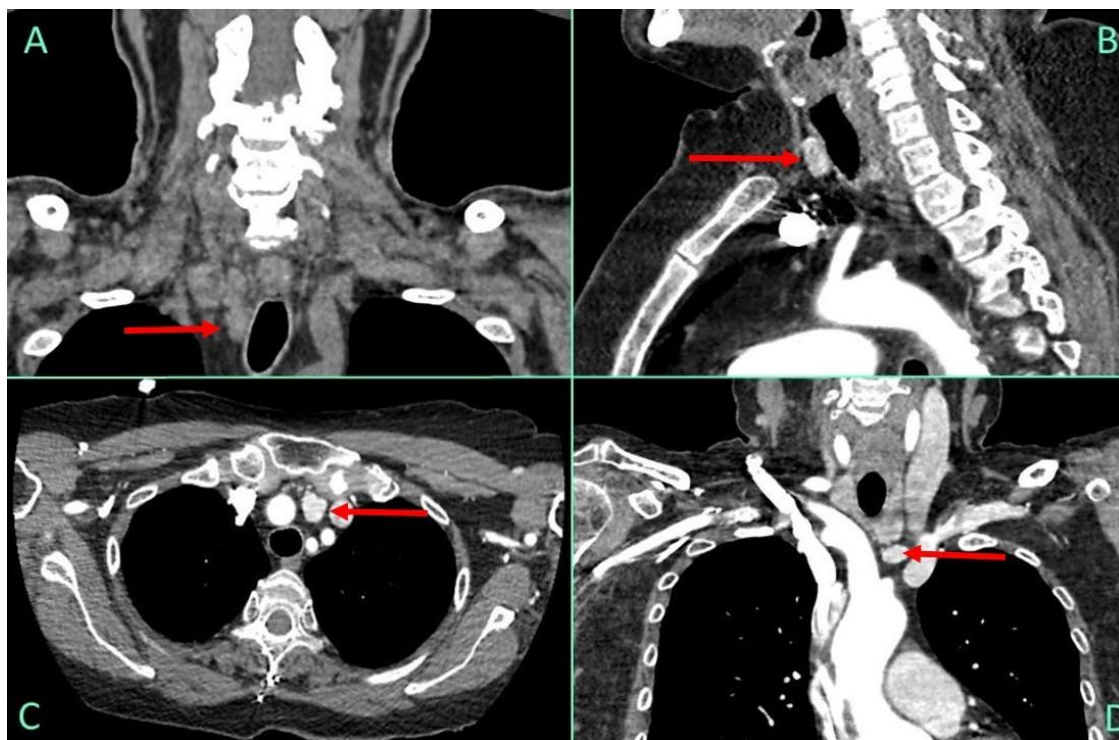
Компьютерные томограммы при вторичном гиперпаратиреозе, артериальная фаза (аденомы указаны стрелками): *A* – фронтальный срез (нативная фаза); *B* – сагиттальный срез; *C* – поперечный срез; *D* – фронтальный срез (артериальная фаза).
